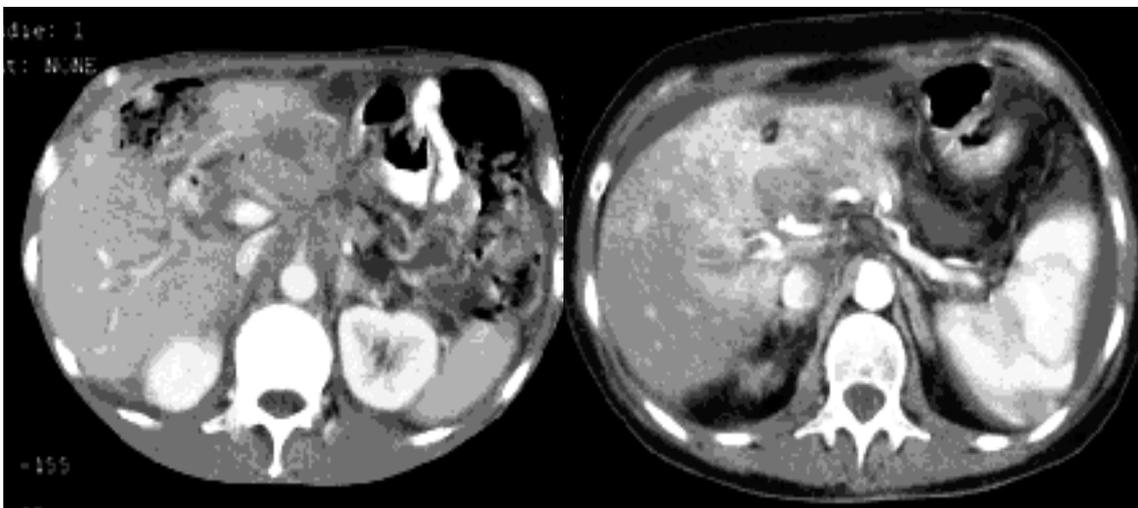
CT-Bilder eines Lokalrezidivs im Pankreaskopfbereich
